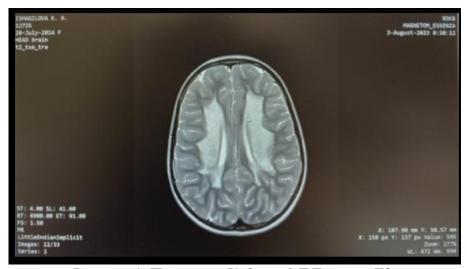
Пациентка К. 9 лет, МРТ режим Т2.
